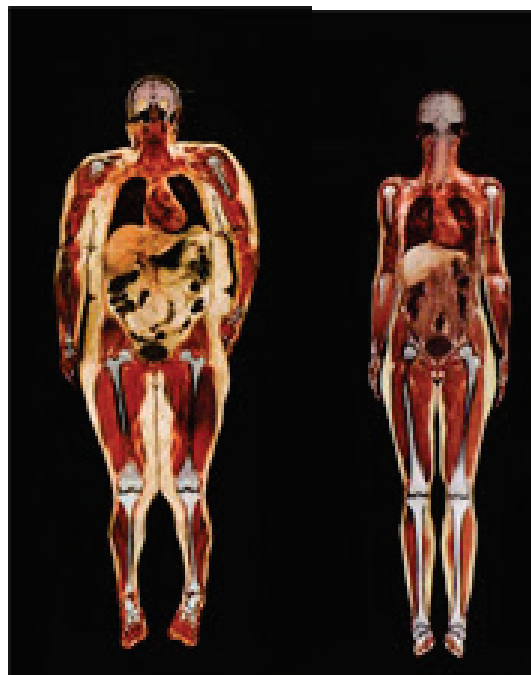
Estudi de la composició corporal per RMN.
